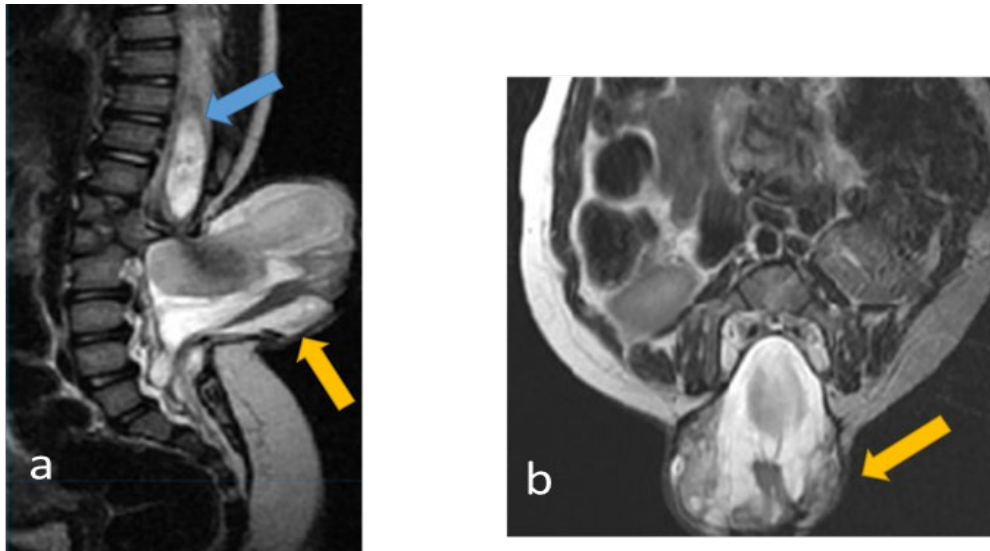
IRM médullaire sagittale (a) et axiale T2 (b) : objectivant un myéломéningocèle lombaire : notez la présence d'une herniation myéломéningée à travers un défaut osseux.
